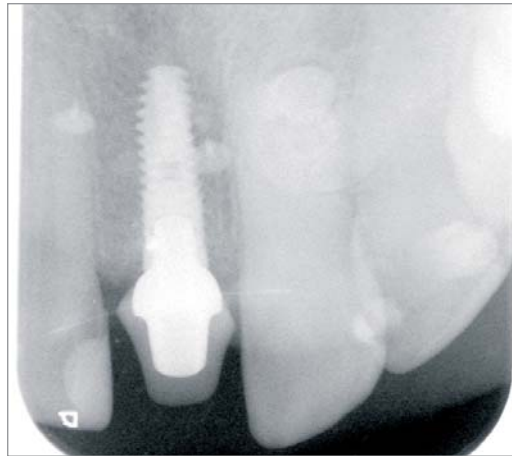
Röntgenkontrolle.
